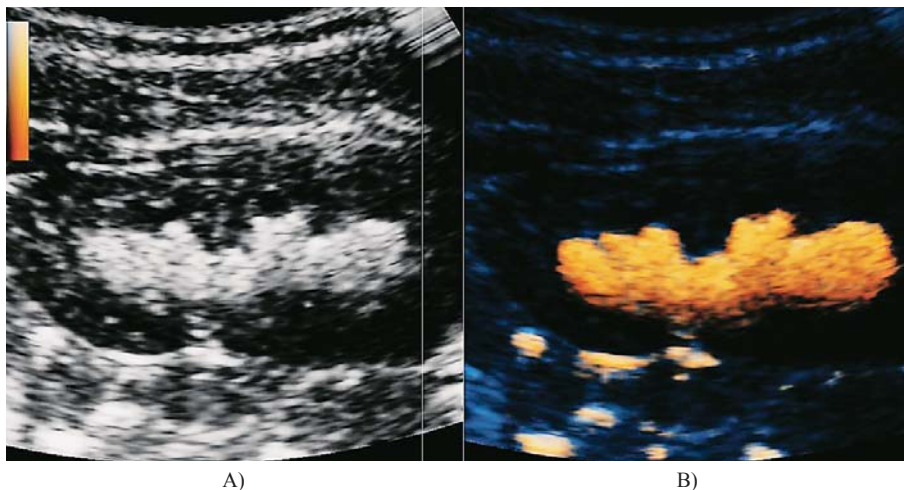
Mikcijska urosonografija pojačana kontrastom (ceVUS). Refluks kontrastnog sredstva u ureter i kanalni sustav bubrega
